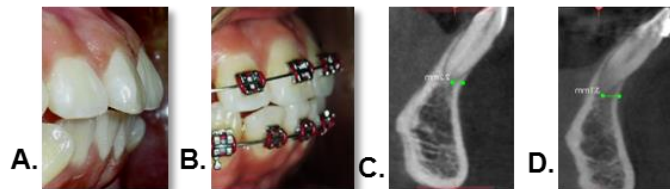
Tomografía diente 41. 3A. Overjet inicial. 3B. Overjet intermedio. 3C. Corte sagital inicial. 3D. Corte sagital intermedio (distancia del ápice a la pared vestibular)
